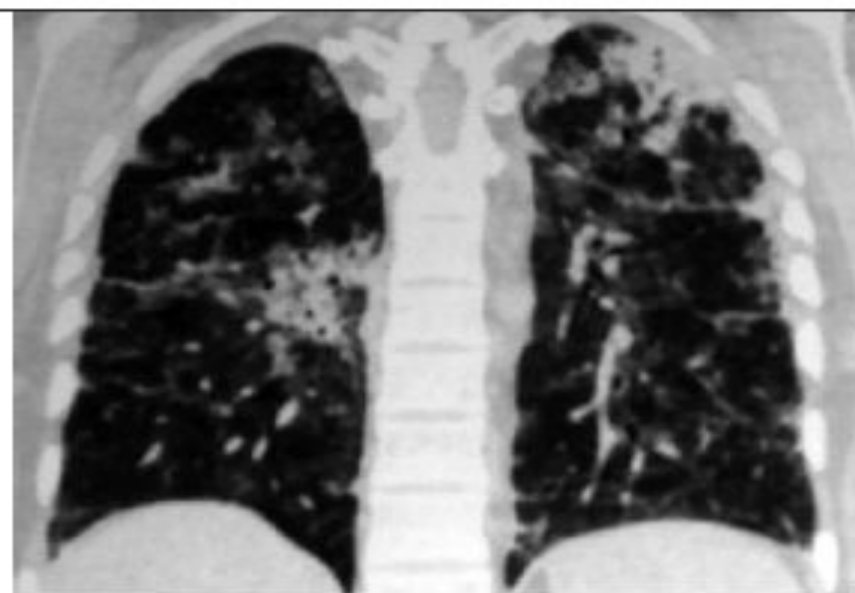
Пациентка 39 лет. КТ-картина легких через 40 дней после начала заболевания. Дорсальные отделы
